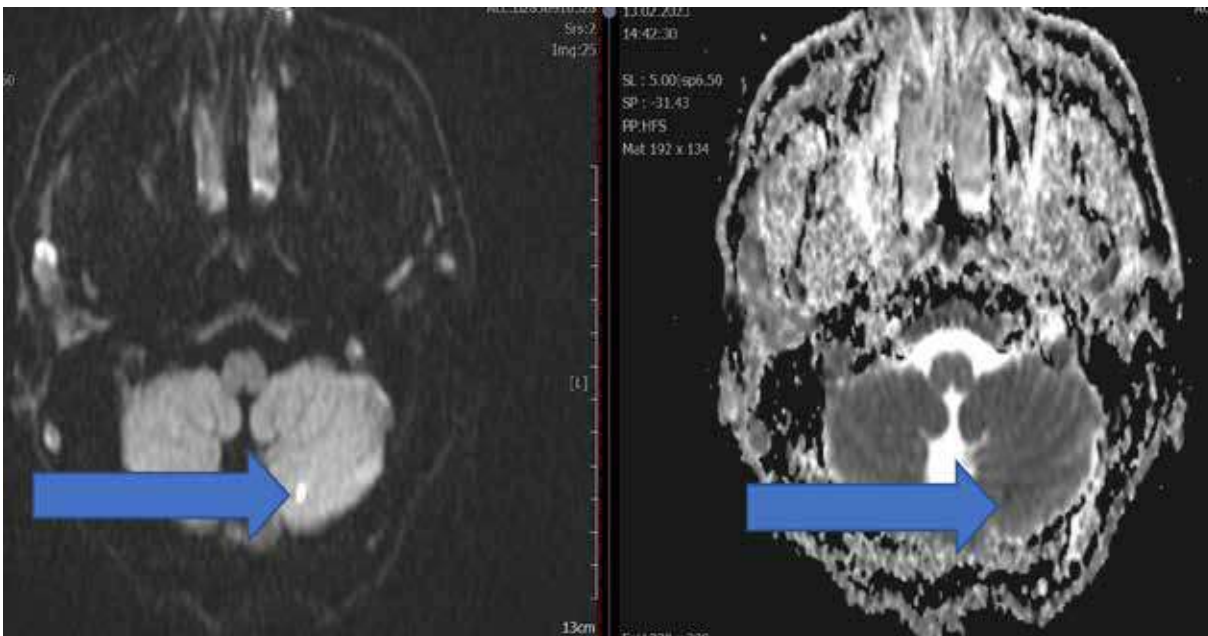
Diffusion Magnetic Resonance Imaging of Cerebellar Infarction
